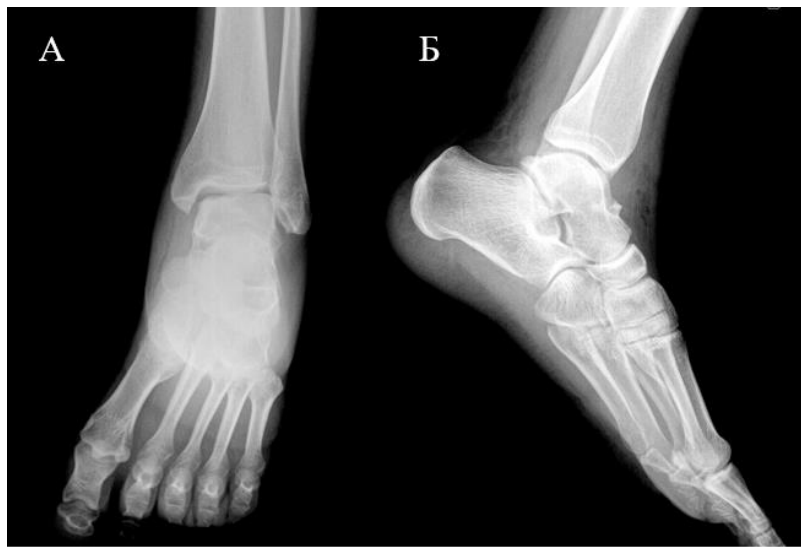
Пациентка Ш., 22 лет. Рентгенограммы левого голеностопного сустава пациентки через 12 месяцев после операции: А – прямая проекция, Б – боковая проекция.
